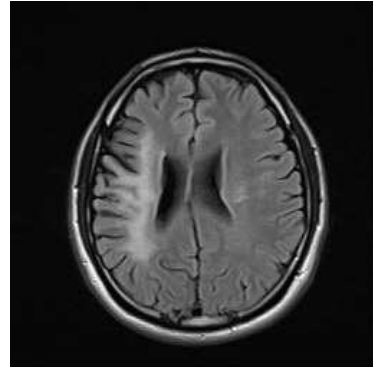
B-MRI T1 flair (2016.08.18).
